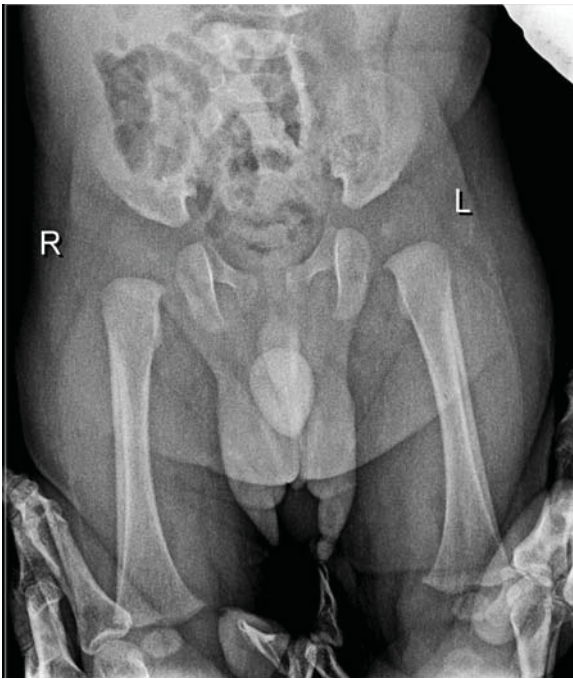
Рентгенограмма пациента Р., 2 мес. Болезнь Каффи. Гиперостозы диафизов бедренных костей по наружному краю с обеих сторон.
